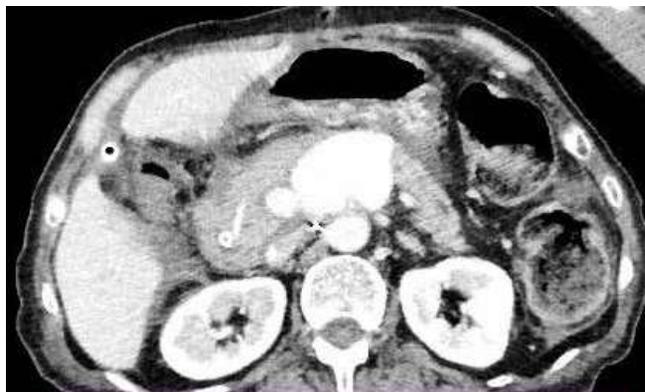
КТ с внутривенным контрастированием
